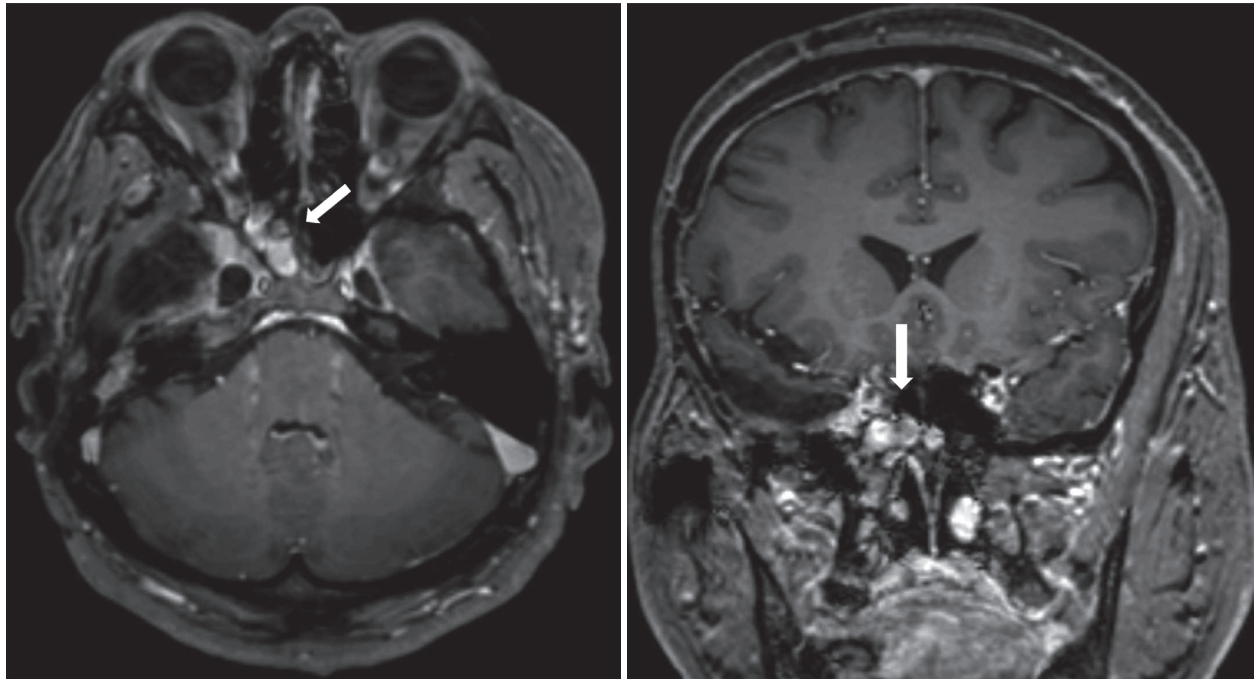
MRI at 5 years after tumor surgery (T1-Gadolinium enhanced axial & coronal). Axial & coronal view of T1-Gadolinium enhanced MRI at 5 yrs after tumor surgery show residual meningioma (marked arrows) involving right Meckel's cave, right sphenoid bone, and right temporal dura. There has been no interval change of extent of disease since surgery.
